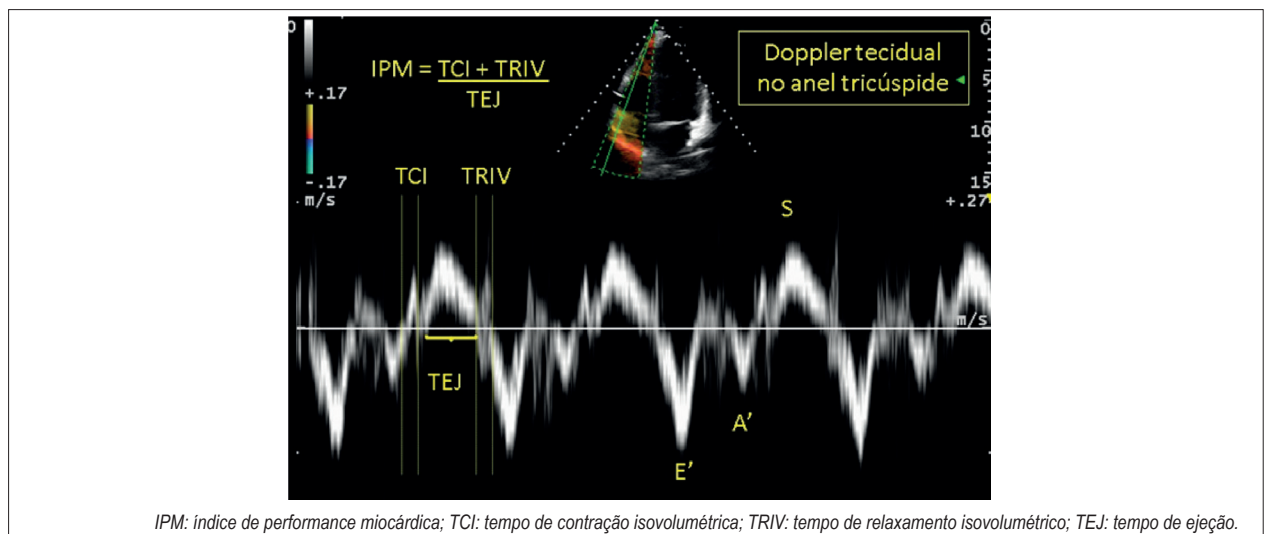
Índice de performance miocárdica do ventrículo direito obtido ao Doppler tecidual.
